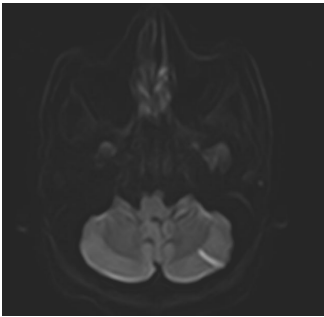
Brain MRI. Left medulla infarction (dorsolateral part).
